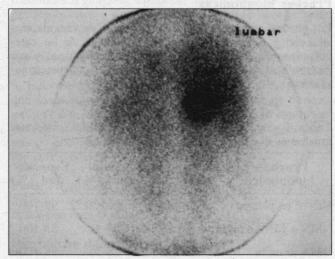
Escintigrafía con metayodobenzilguanidina, que localiza un feocromocitoma en la adrenal derecha (vista posterior).
